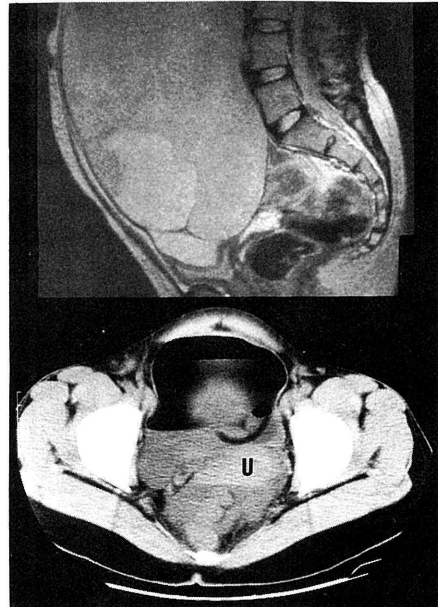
ムチン性嚢胞腺癌 Ic 期. CT (下段) には子宮 (U) の後に腹水が認められるが、MRI (上段) には腹水の確認はできない (撮影条件: TR/TE=1500/80 msec).
